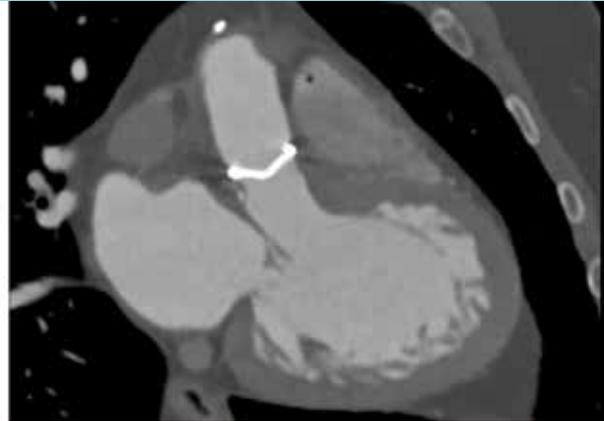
Reconstrucción multiplanar en 3 cámaras de TC cardíaca 10 días más tarde, con paciente con tratamiento anticoagulante (protocolo trombolisis ultralenta), que demuestra prótesis mecánica bivalva aórtica en sístole (fig 3) y diástole (fig 4). El material hipodenso ya prácticamente no es visible, y se identifica normal motilidad de las valvas en sístole y diástole, compatible con resolución de la trombosis de la válvula.
